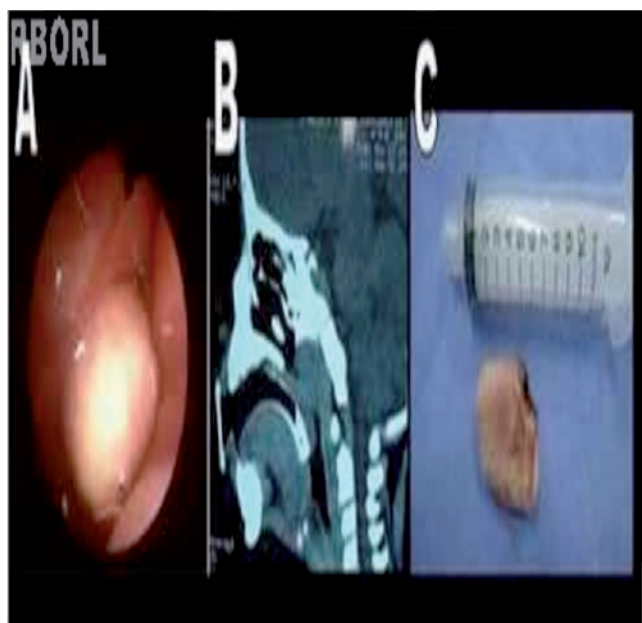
A, Tumoração obstruindo a rinofaringe à esquerda; B, Tomografia computadorizada demonstrando lesão limitada à rinofaringe; C, Peça cirúrgica.
